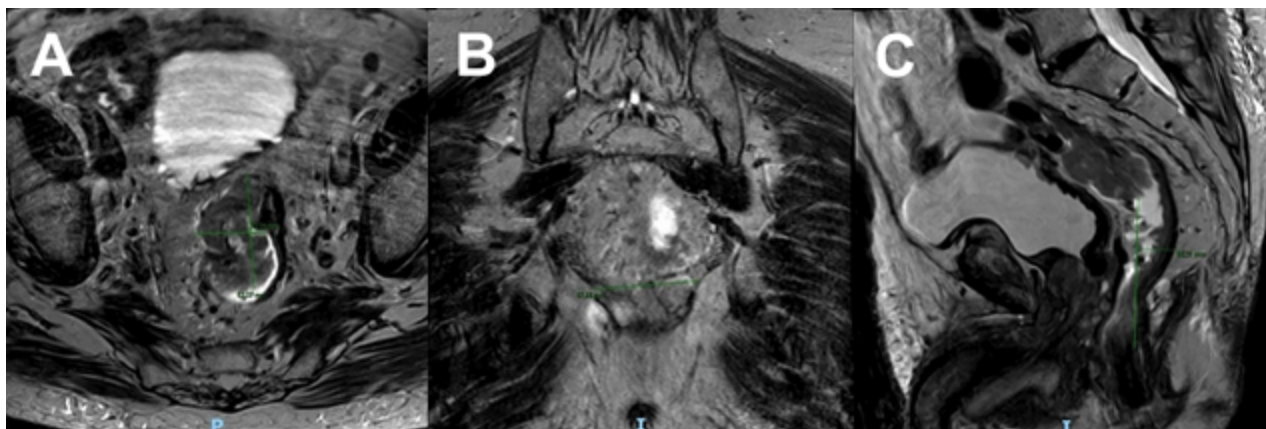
Resonancia magnética nuclear de alta resolución. Corte axial y sagital.
